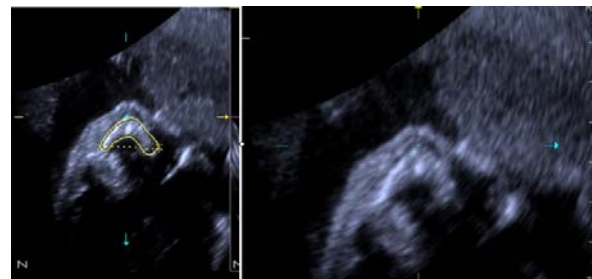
Ecografia tridimensională multiplanară la un făt de 23 de săptămâni și 5 zile, cu măsurarea crestei alveolare maxilare – circumscrisă cu galben
